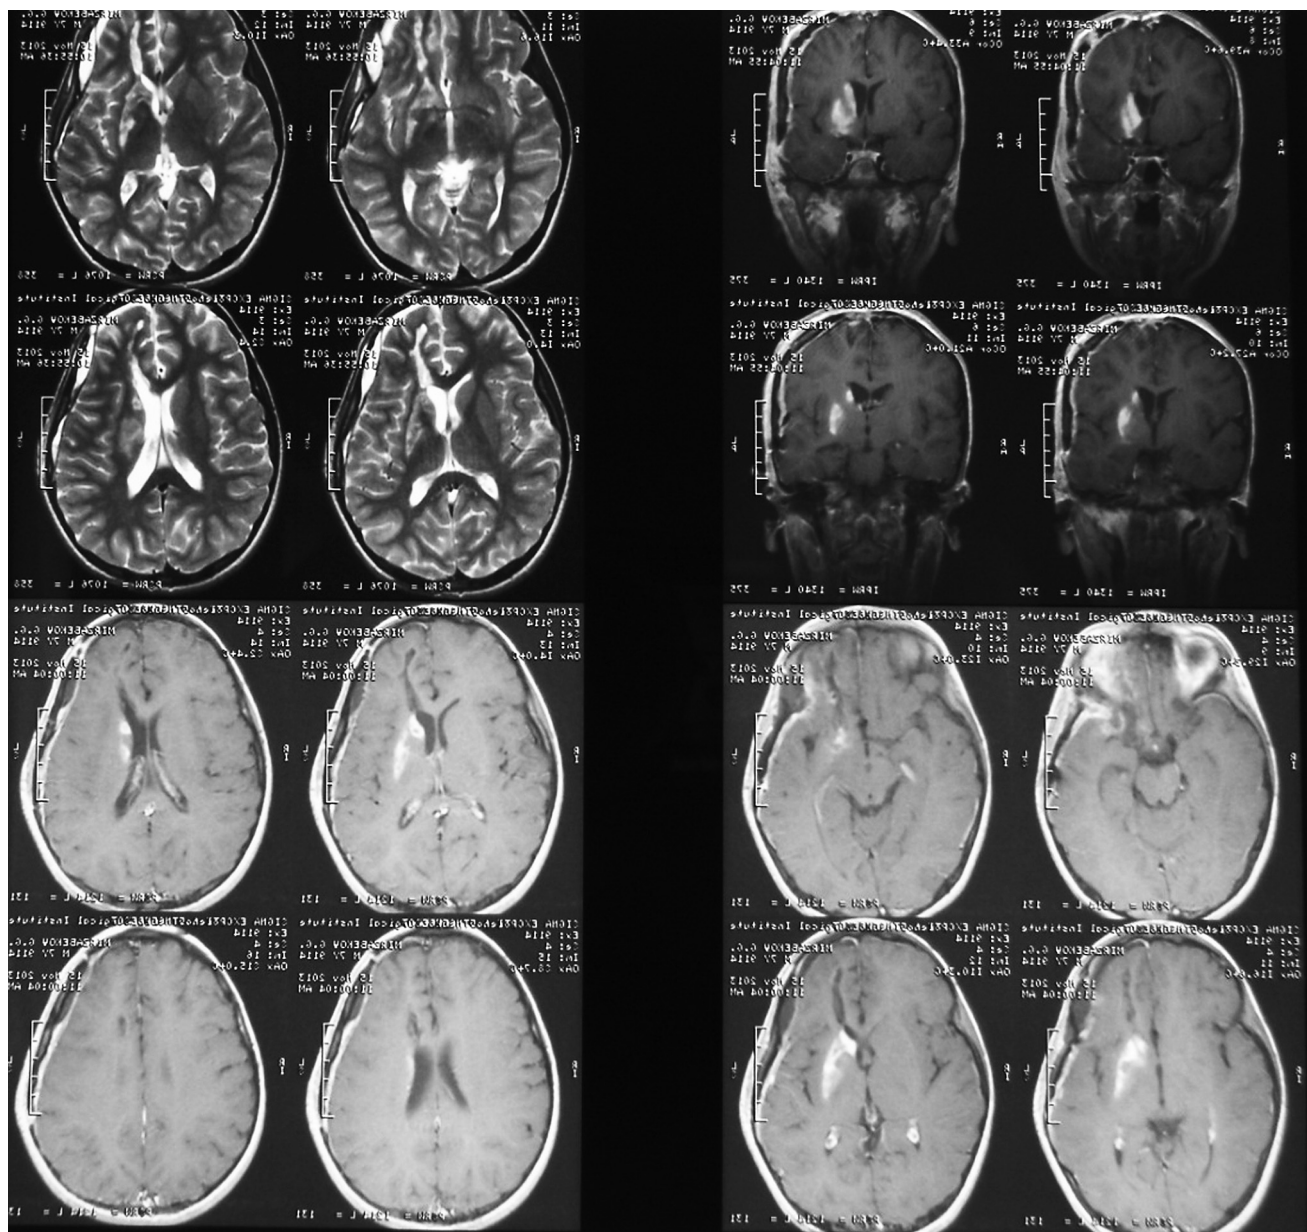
Brain MRI (explanation see in the text)
